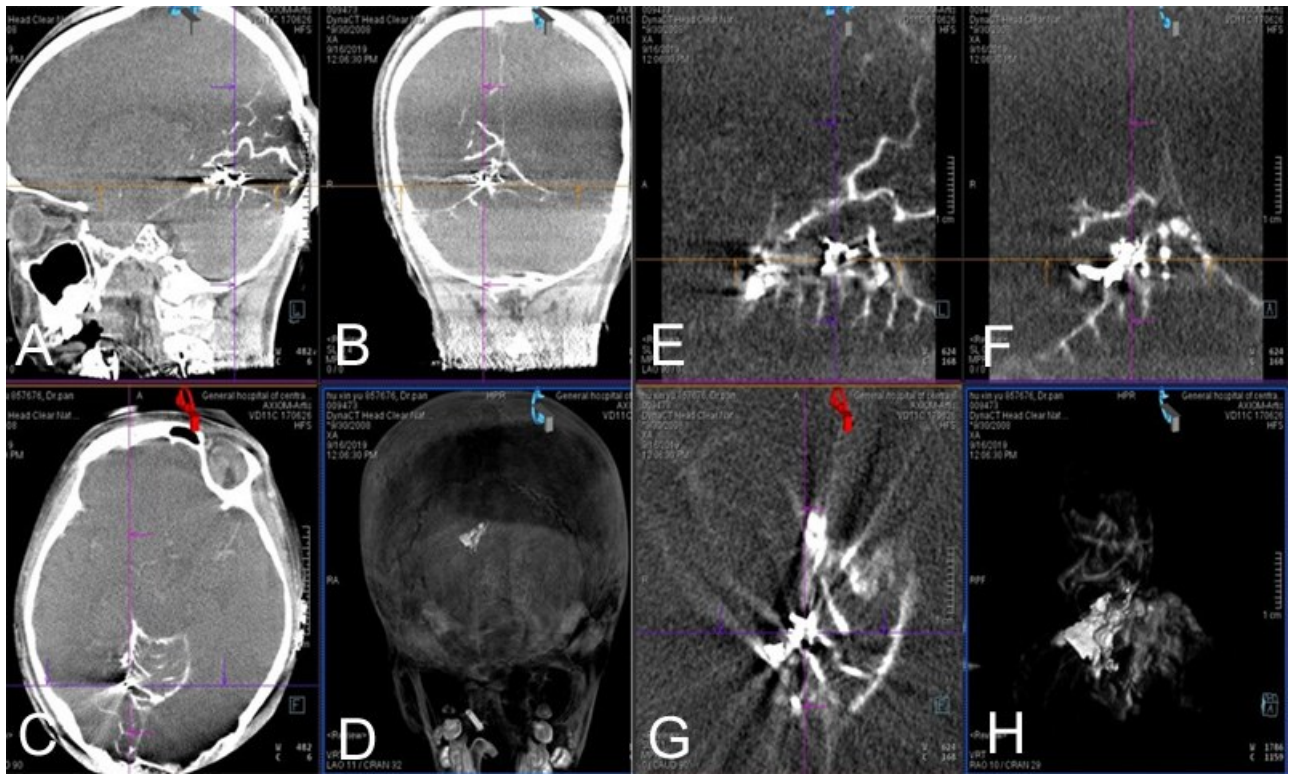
脑动静脉畸形Onyx胶栓塞治疗后Dyna CT扫描
